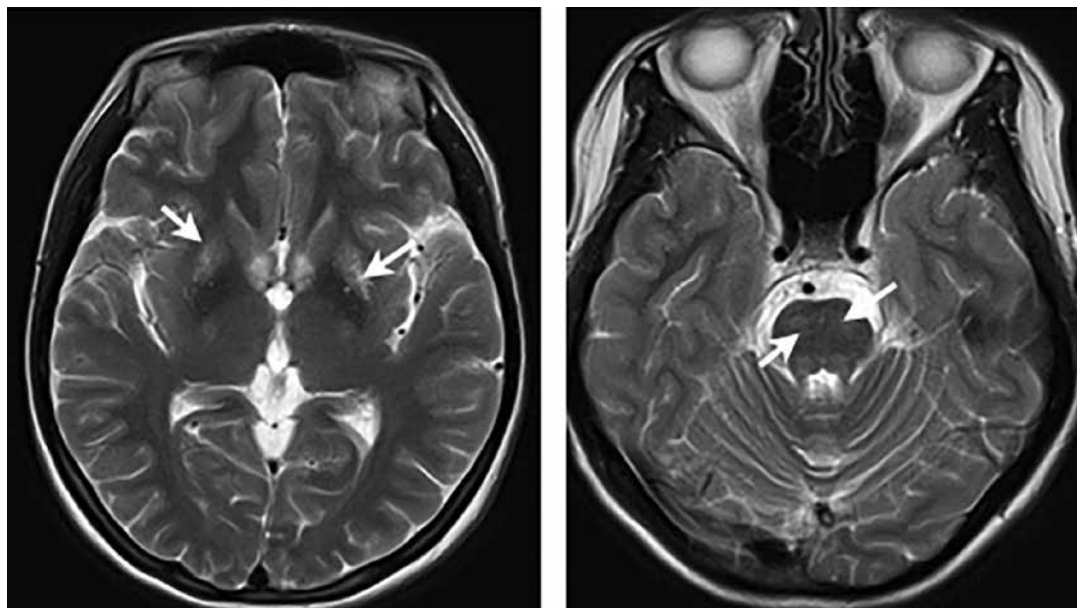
Результаты МРТ-исследования в режиме T2-VI: изменения в базальных ганглиях и в стволе мозга показаны стрелками
